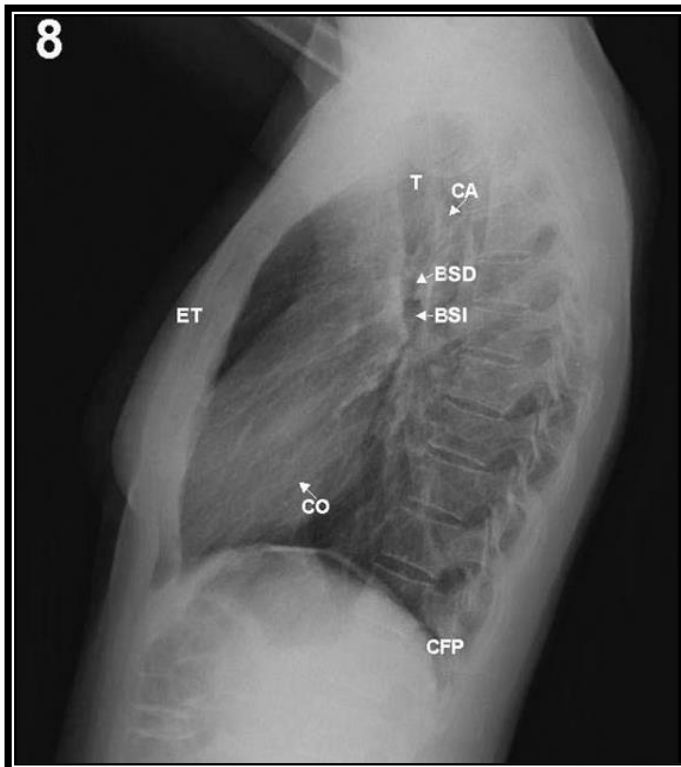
Radiografía de tórax lateral que muestra puntos anatómicos normales.²⁰
